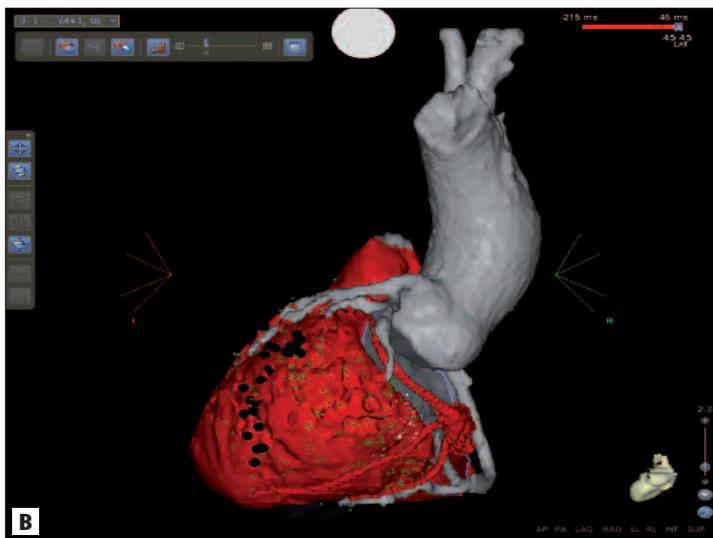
A) Ablazione epicardica di TV in cardiomiopia dilatativa idiopatica con visualizzazione dei vasi coronarici epicardici mediante integrazione con ricostruzione 3D acquisita mediante TAC. A destra: mappaggio di attivazione di TV BBD-asse inferiore con evidenza sul sito di ablazione di elettrogramma diastolico in epicardio basale anterolaterale. A sinistra: mappa elettroanatomica isocrona di attivazione con evidenza di attivazione tardiva (late potentials) in sede anterolaterale basale. La freccia evidenzia il sito di ablazione efficace. I dischi neri rappresentano i siti di cattura del n. frenico. B) Eliminazione delle aree ad attivazione tardiva dopo l'ablazione (remap dopo l'ablazione).
